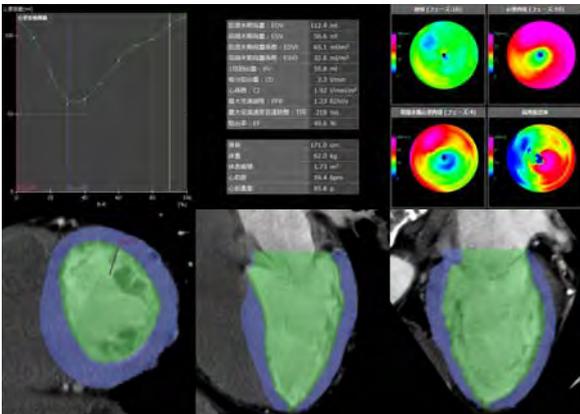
心機能解析 (CT) の解析結果画面。乳頭筋を含めた心室の輪郭抽出を精度良く抽出
